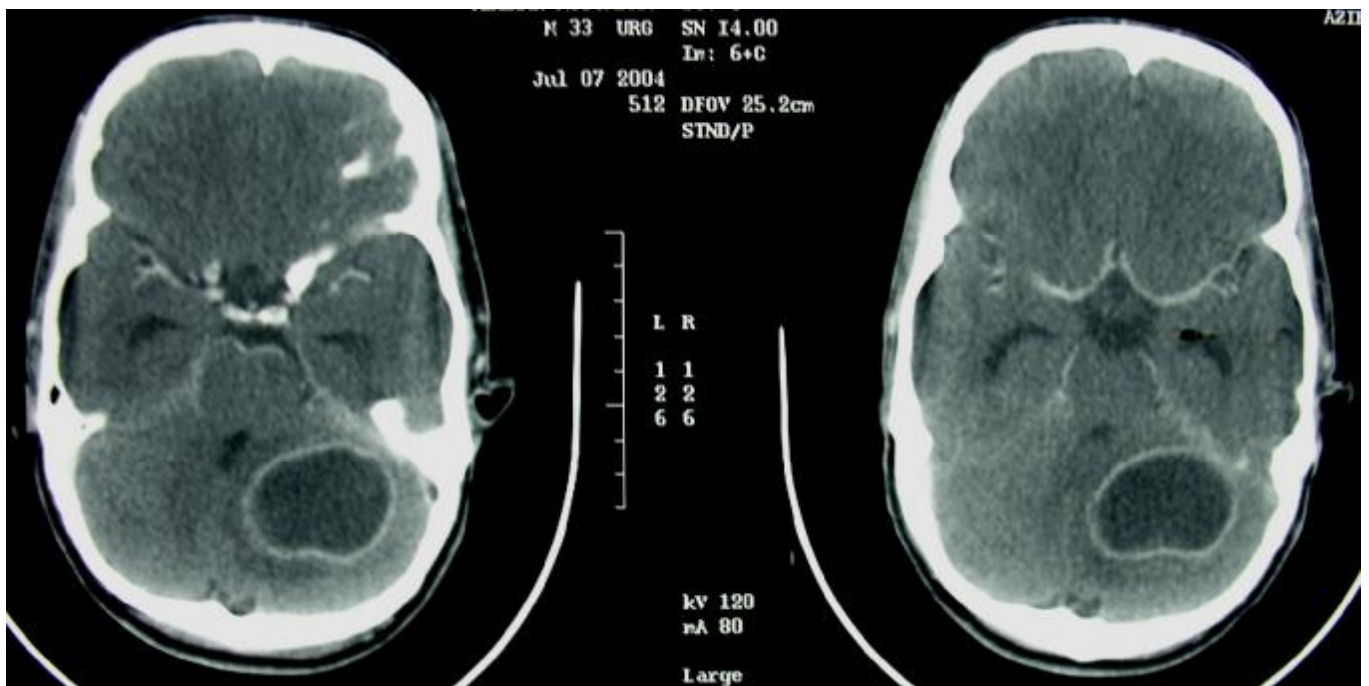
TDM cérébrale en coupes axiales avec injection du produit de contraste montrant une lésion bien limitée cérébelleuse gauche, hypodense au centre, prenant le contraste en anneau, évoquant un abcès cérébelleux gauche. La lésion exerce un effet de masse sur le quatrième ventricule.
